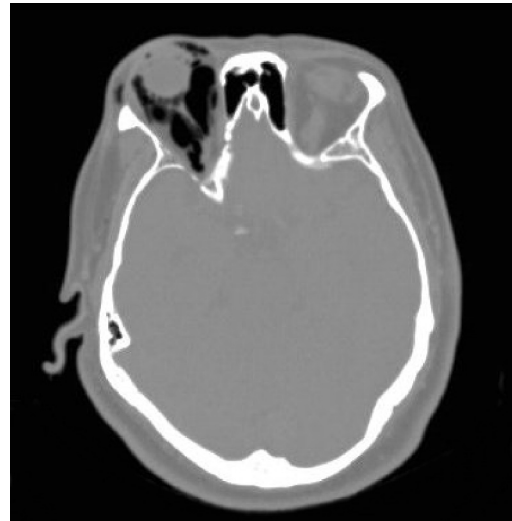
Tomografía axial computarizada corte axial. Proptosis derecha. Gas intraconal
